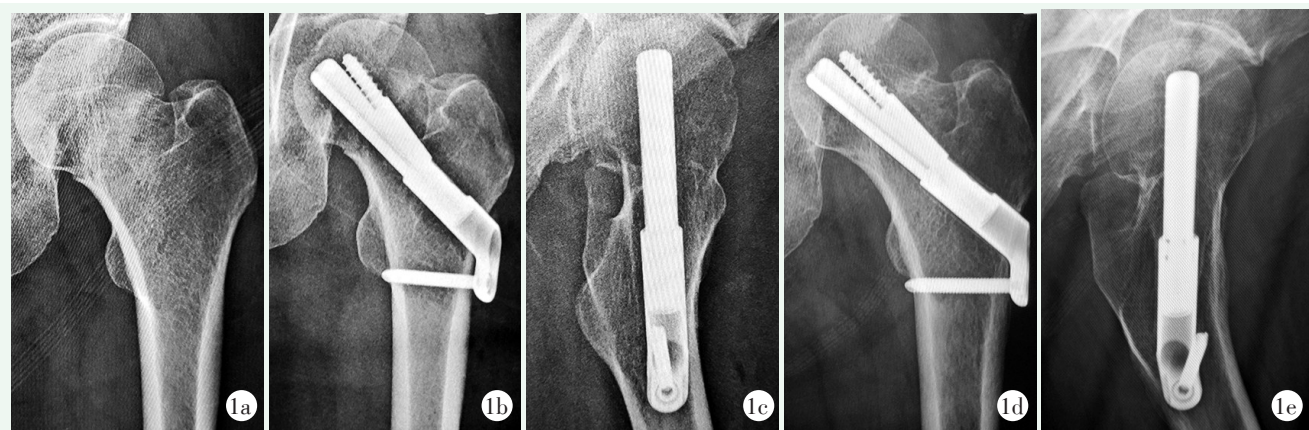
患者，女，45岁，交通事故伤致左股骨颈骨折，行FNS固定 1a: 术前正位X线片示骨折Garden III型，Pauwels III型 1b, 1c: 术后1个月正侧位X线片示骨折线模糊，内固定位置良好 1d, 1e: 术后12个月正侧位X线片示骨折愈合良好，无退钉及ANFH表现
